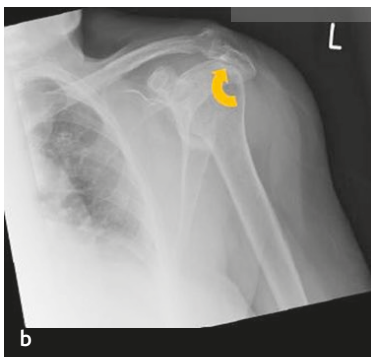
(a) Imagen longitudinal del tendón del supraespinoso (*flecha amarilla*). Se puede observar una región calcificada relativamente grande que mide aproximadamente 0,8 mm dentro de la parte distal del tendón hacia su inserción en la tuberosidad mayor (*cruces blancas*). Observe la sombra posterior (*flecha curva*). (b) La radiografía del mismo hombro que en la parte (a) demuestran los focos calcificados (*flecha amarilla discontinua*). CH, cabeza humeral.
